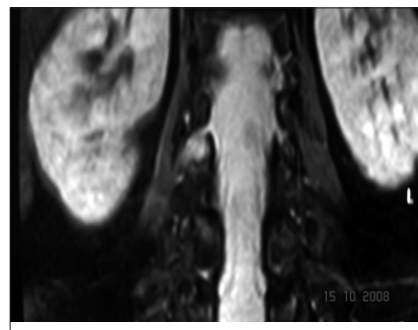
Mismo caso foto anterior, resonancia magnética.
